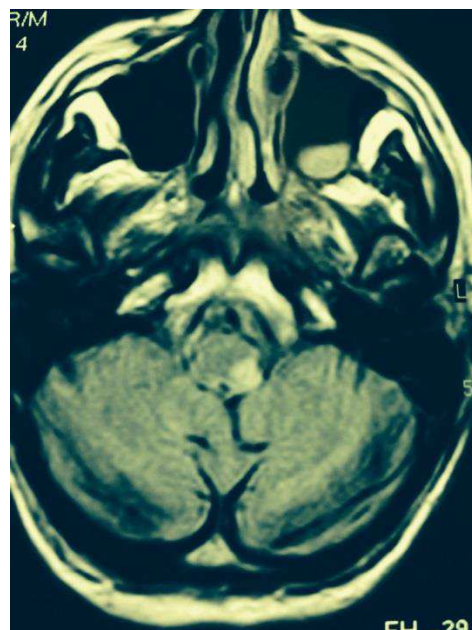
IRM coupe axiale : AVC du tronc cérébral à gauche
